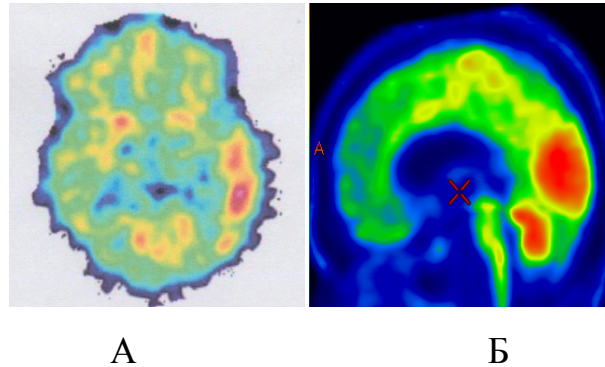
^{18}F -ФДГ ПЭТ у двух пациентов с III паттерном ВС
